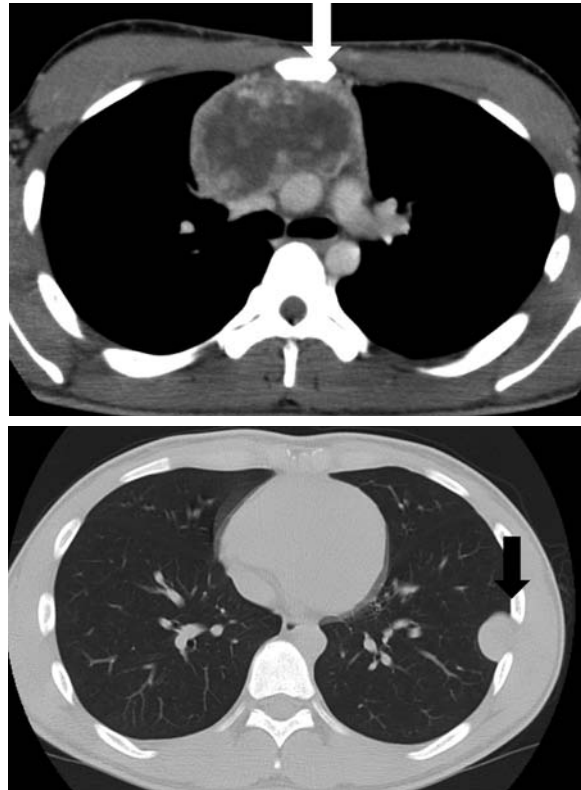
Case 1. Enhanced chest CT showed anterior mediastinal tumor (⇨) and lung metastasis (➡).
